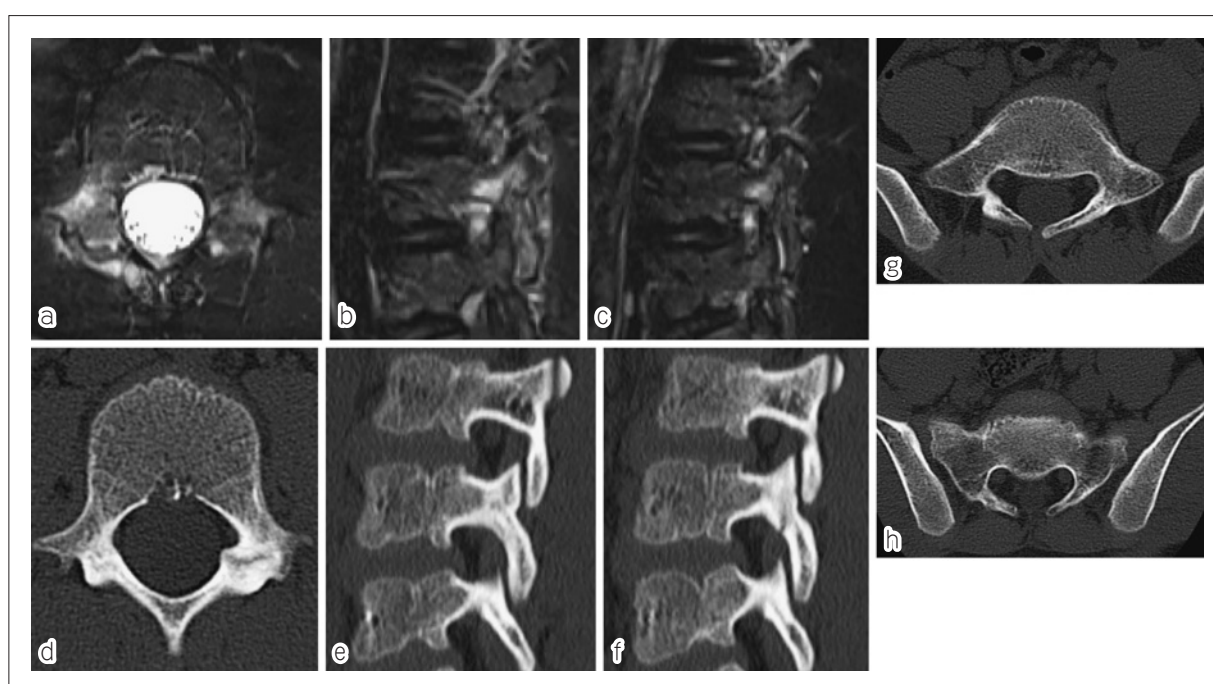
a-c：MRIのSTIR条件で両側のL4椎弓根周囲に骨髄浮腫を認める。aが水平断，bが右傍正中矢状断，cが左傍正中矢状断。
